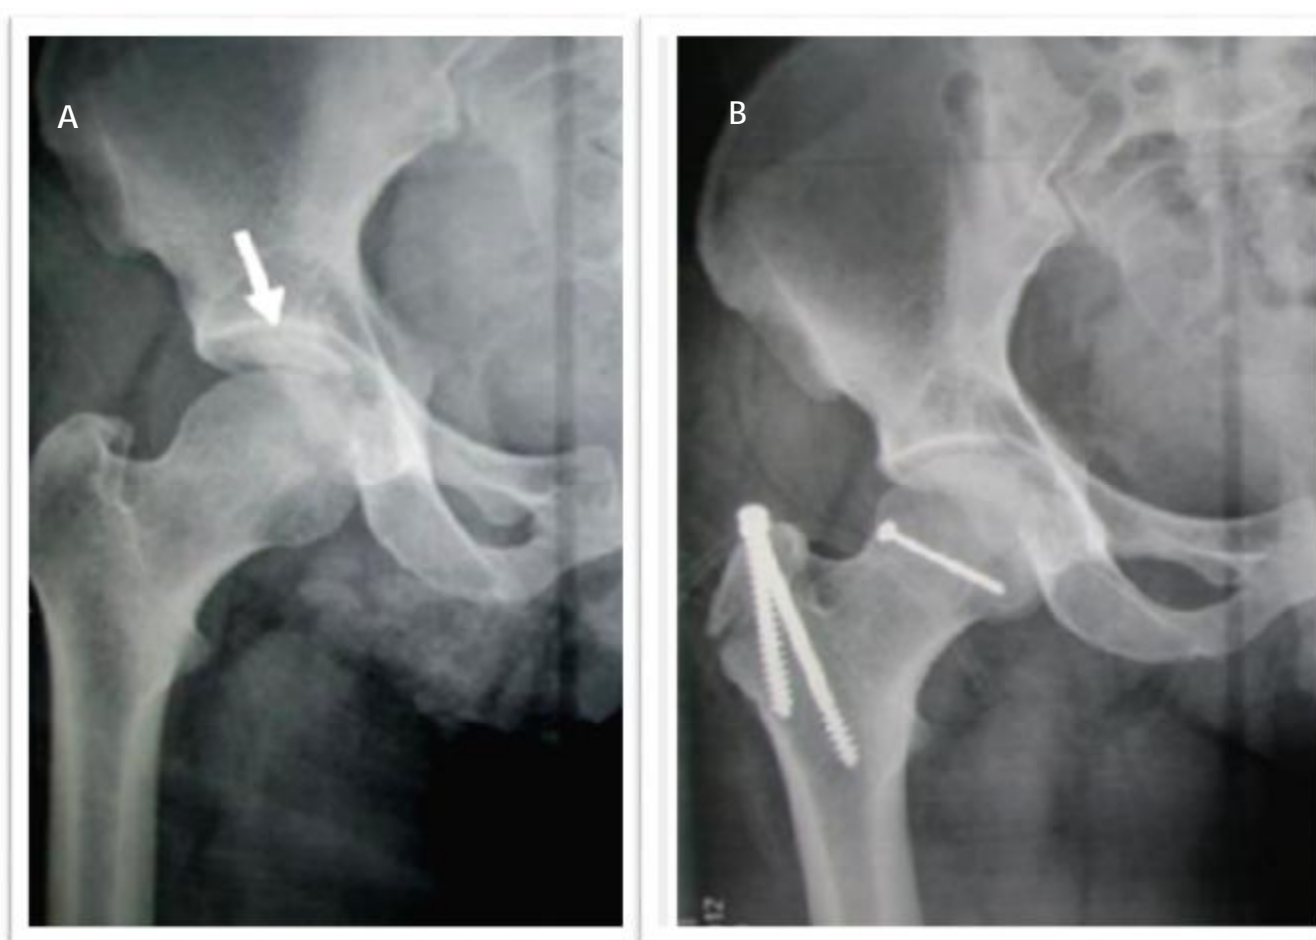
Radiographie du bassin de face en pré (A) et post-opératoire immédiat (B) d'un vissage en rappel d'une fracture Pipkin II: Bonne réduction de la fracture de la tête fémorale, pas de marche d'escalier, interligne parallèle, cintre cervico-obturateur respecté.
